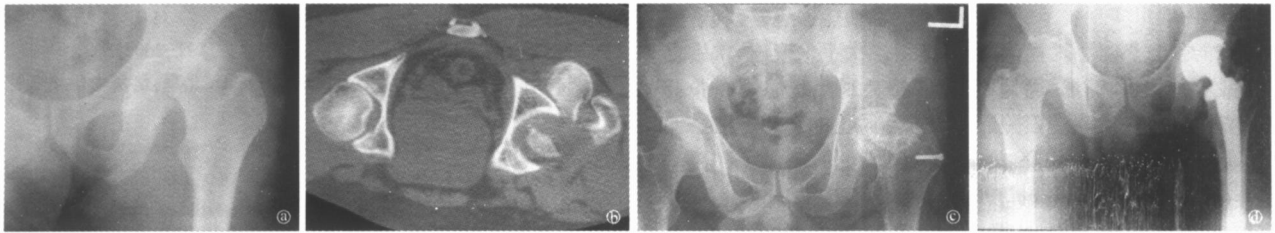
患者,男,36岁 a左股骨颈骨折并髋关节脱位,骨折脱位分型不明确 b CT检查明确 Pipkin分型为 I型 c 行切开复位股方肌骨瓣置入术,股骨头骨折以可吸收螺钉固定,术后 2年股骨头已经塌陷变形 d 2年后行人工全髋关节置换术
